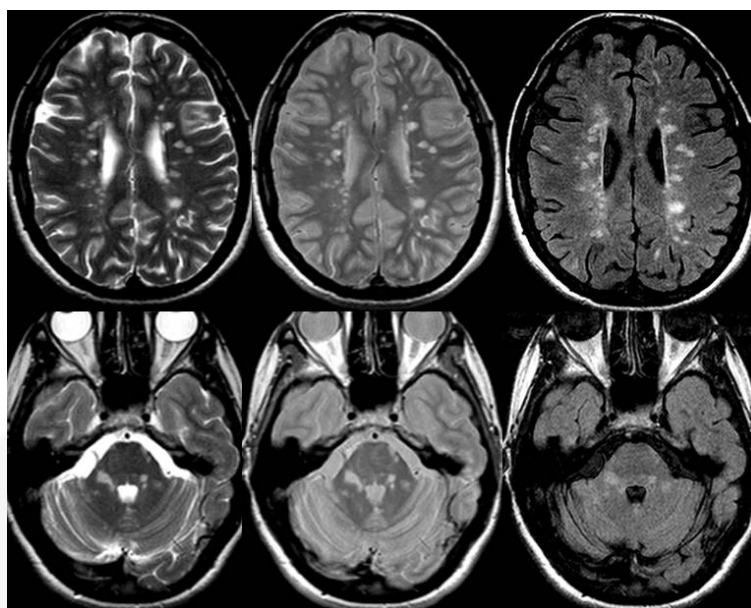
RM cerebral. Secuencias ponderadas en T2 (izquierda), densidad protónica (centro) y *fast*-FLAIR (derecha) en el plano transversal en un paciente con EM clínicamente definida. Se observan múltiples y pequeñas lesiones desmielinizantes supratentoriales y en la fosa posterior. La secuencia *fast*-FLAIR muestra de forma ligeramente más evidente que las secuencias ponderadas en T2 y densidad protónica las lesiones supratentoriales, pero es claramente inferior en la detección de las lesiones infratentoriales.
